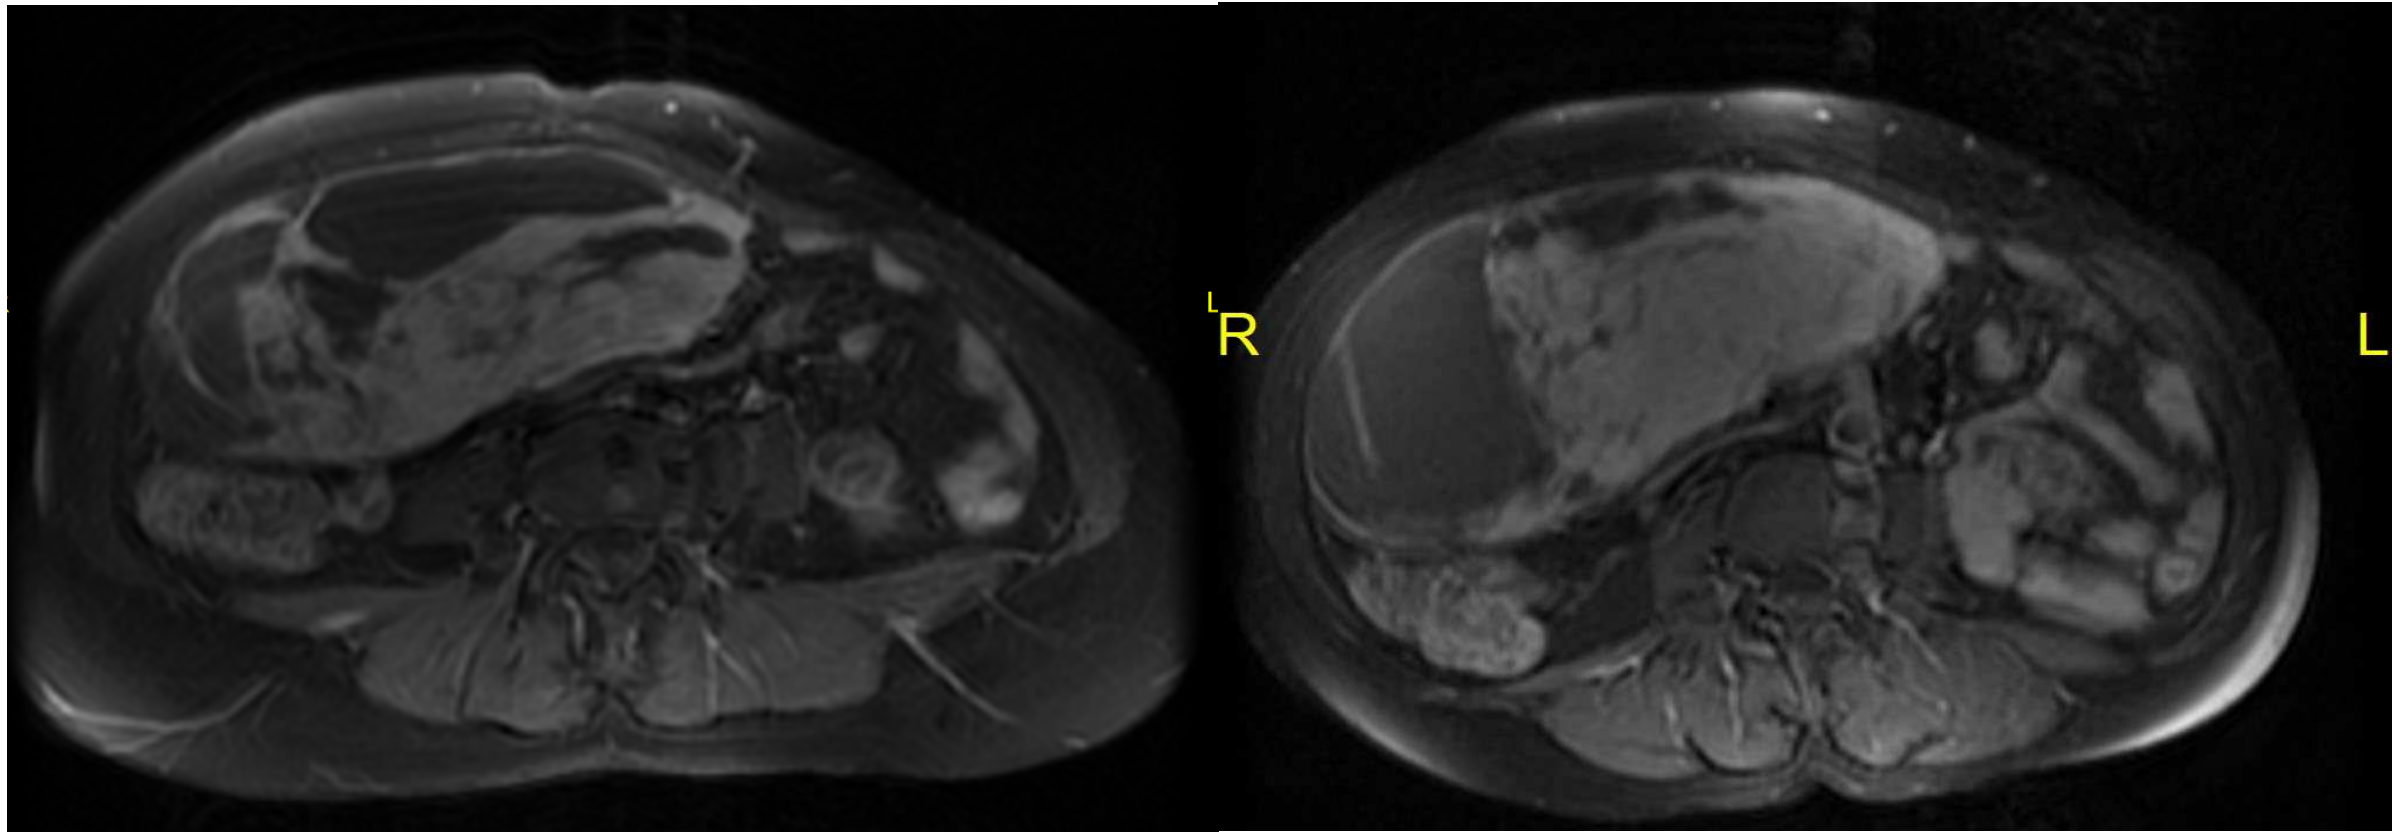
Resonancia magnética pélvica que muestra una gran masa intraperitoneal compleja multiquística con áreas sólidas que ocupa el flanco y la fosa iliaca derecha, con realce de los componentes sólidos y tabiques tras la administración de contraste. Surgió la sospecha de cistoadenocarcinoma de ovario.
